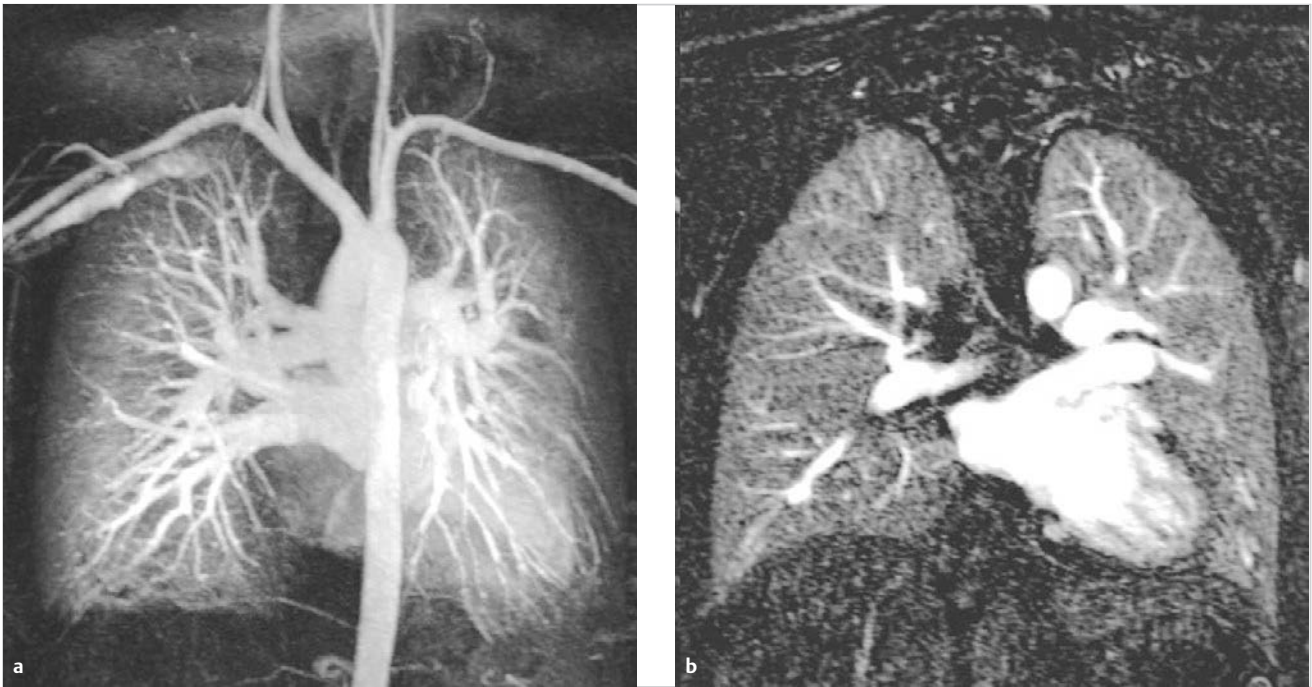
Auf die Parenchymphase optimierte MRA (Magnetresonanztomografie) des Thorax zum Lungenembolieausschluss.
